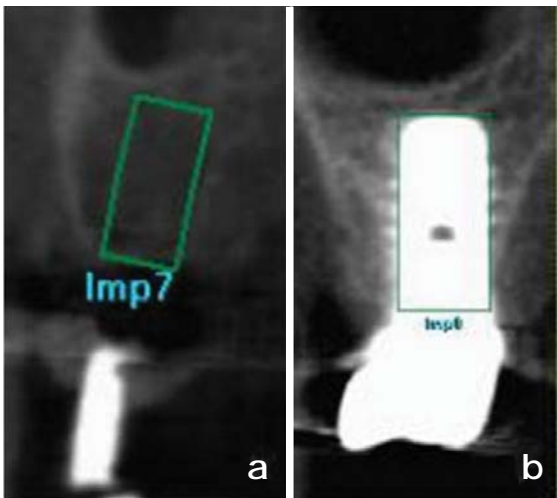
Cross sectional CT image of the designated implant site. A: virtual image of implant, B: true image of implant
